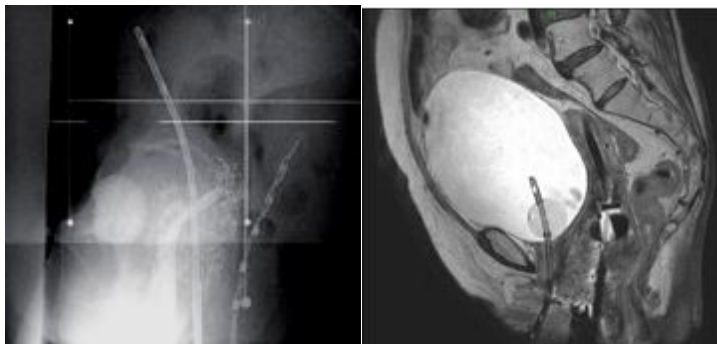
アプリーケーター挿入後の X 線画像 (左) と MRI 画像 (右) (当該施設症例)。従来の X 線画像や CT 画像と比べ、病変の進展範囲がより明瞭に描出可能である。
